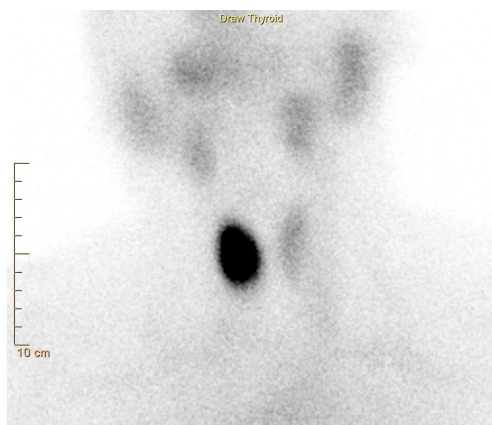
Сцинтиграфические признаки функционально автономного узла (токсической аденомы) правой доли щитовидной железы
